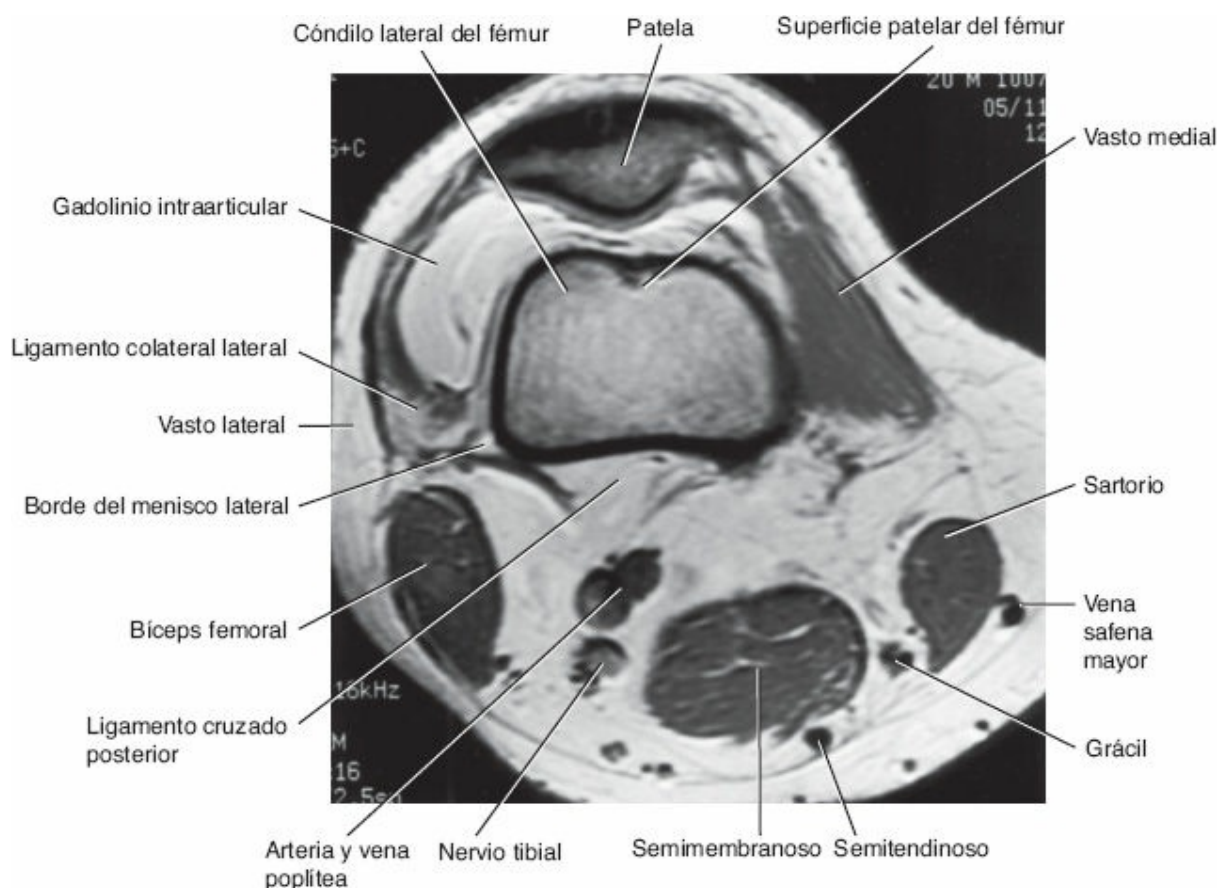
Resonancia magnética transversal (axial) de densidad de protones de la rodilla derecha con solución salina de gadolinio intraarticular (vista inferior).
